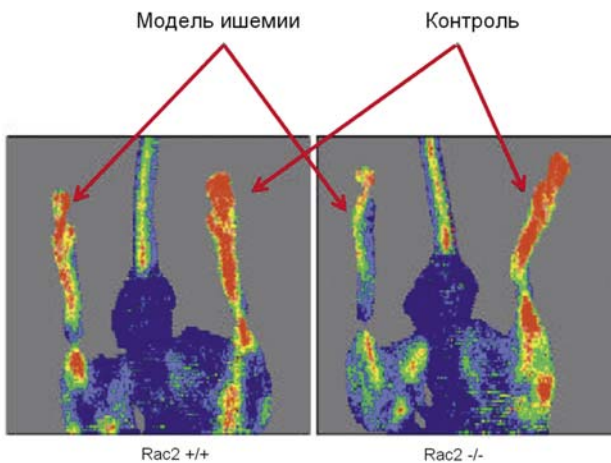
Исследование перфузии конечностей методом лазерной доплерографии показало значительное снижение перфузии при делеции гена RAC2 у моделей с ишемией при перевязке задней конечности. На 7 день после перевязки у животных в группе RAC2 +/+ наблюдалось улучшение кровотока, тогда как в группе RAC2 -/- (с делецией гена) ишемические поражения сохранялись. Ув. 1:2000, компьютерная цифровая программа распознавания лазерной доплерометрии
